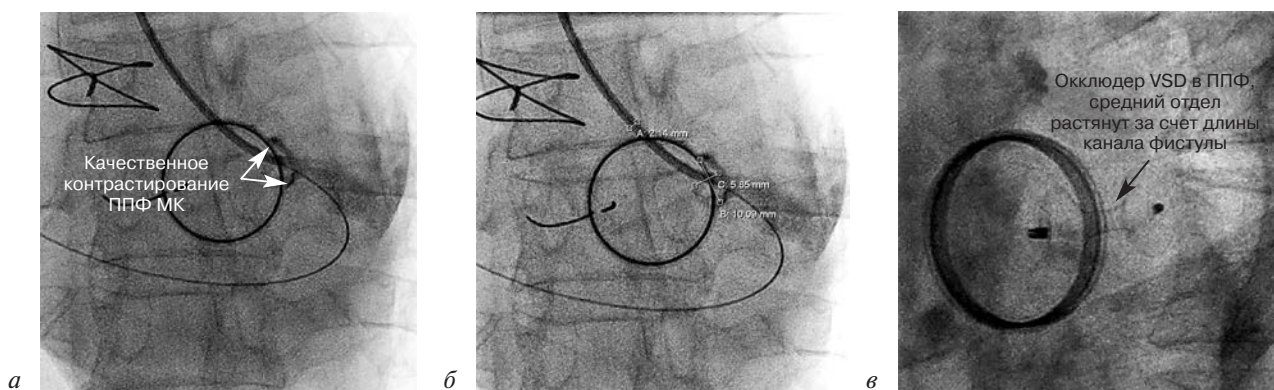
Случай информативного контрастирования ППФ МК только по одной левой косой проекции: *a* – попадание в ППФ МК из катетера JR4 без петли в ЛЖ; *b* – контрастирование и измерение ППФ; *v* – закрытие ППФ МК окклюдером VSD с полным прекращением сброса крови в ЛП (по данным УЗИ) и сохранением функции протеза
